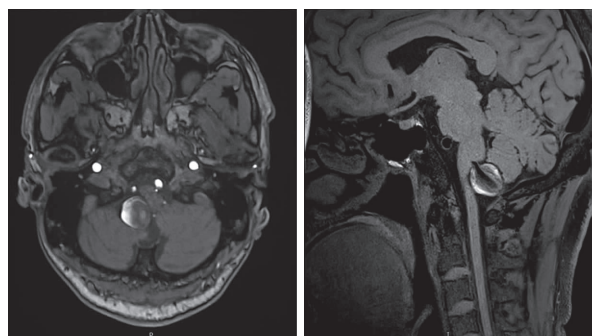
头颅 MRI 上发现右侧 PICA 夹层动脉瘤压迫延髓
